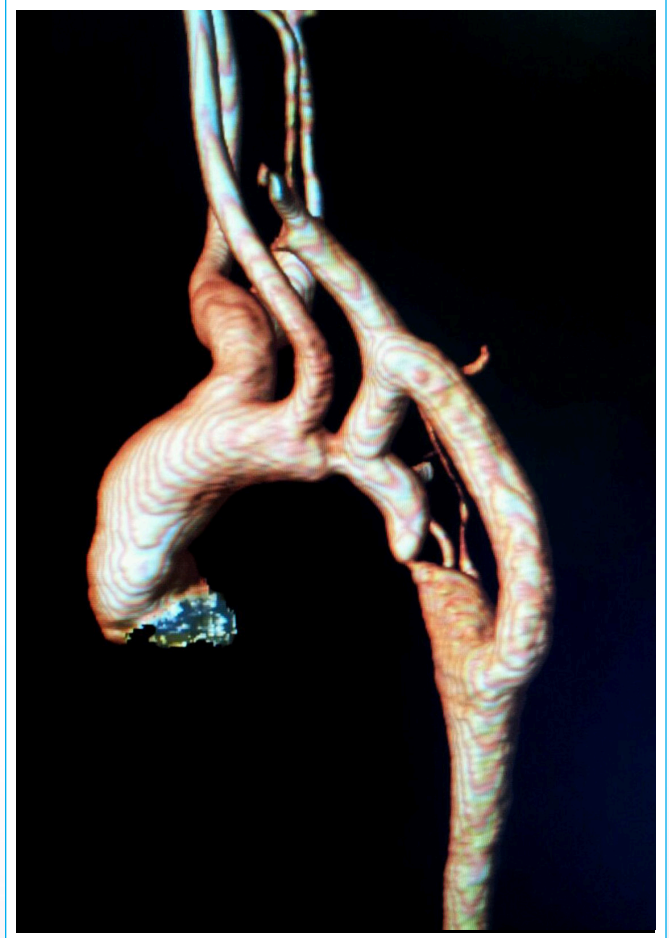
Angiorresonancia del arco aórtico que muestra la presencia de coartación de la aorta y el *bypass*.
